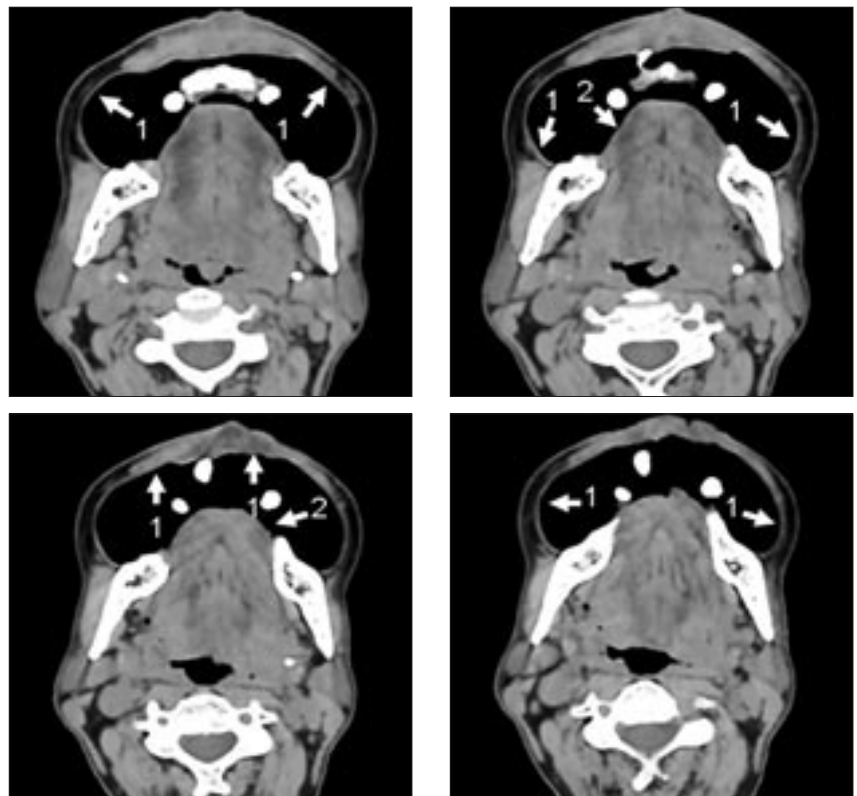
Пациент П., 58 лет. МСКТ ротоглотки с функциональной пробой – надуванием щек: 1 – внутренние слизистые поверхности щек и зоны носогубного треугольника (максимально расправлены, визуализируются на всем протяжении); 2 – боковые поверхности спинки языка.
